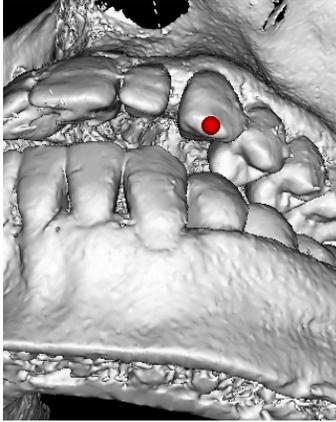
La combinaison des données de CBCT et d'imagerie optique intra-buccale facilite la précision et le niveau de détail de la planification pré-implantaire.
